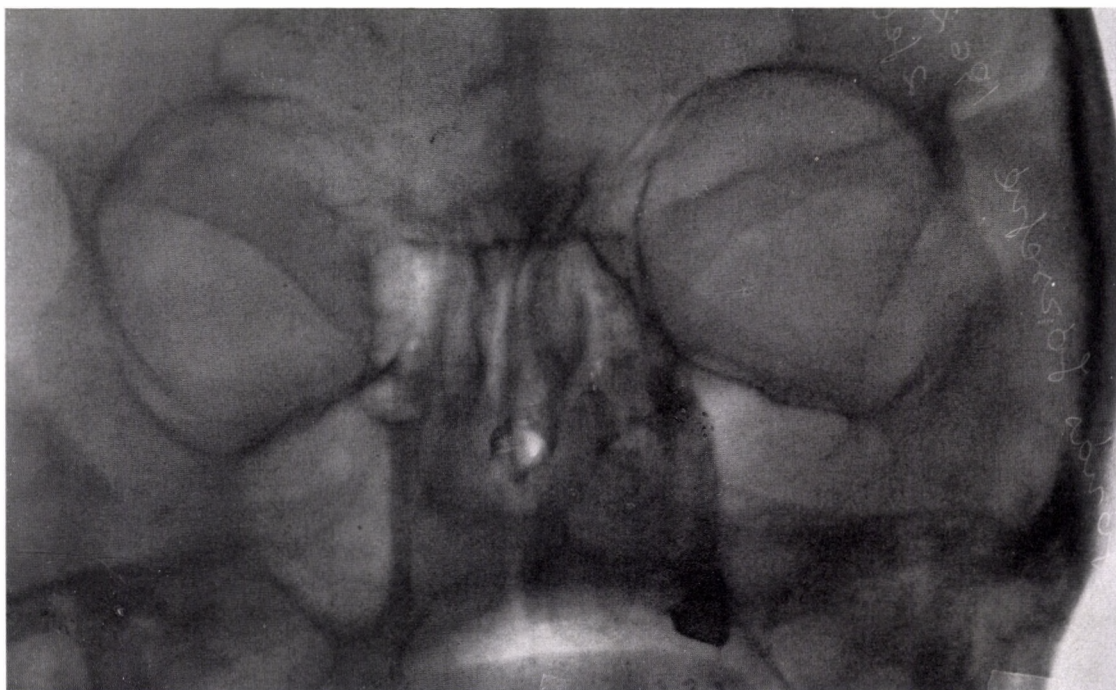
Pathologische Veränderung im Röntgenbild bei normaler Funktion. II. Aufnahme 5 min später. Das Kontrastmittel hat sich auf beiden Seiten aus den Ableitungswegen vollständig entleert
